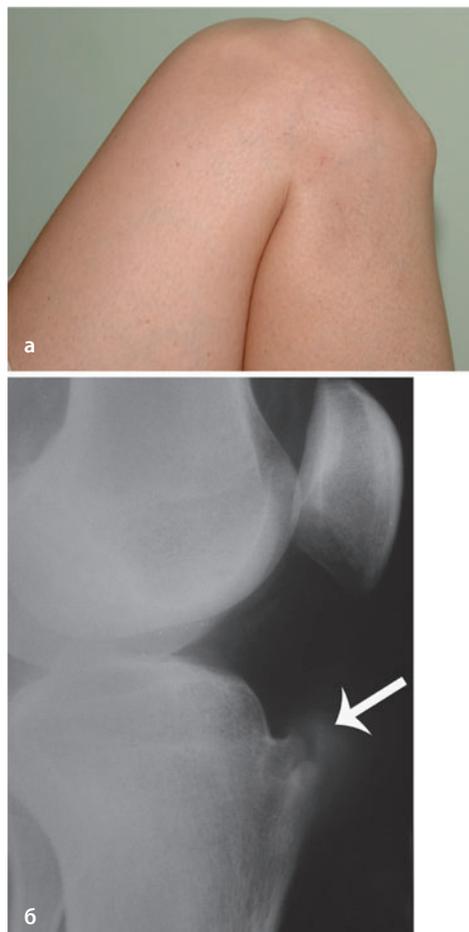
Вид и рентгенограмма коленного сустава 16-летнего подростка — видимое внешне и хорошо пальпируемое возвышение и отек мягких тканей в области бугристости большеберцовой кости (а). Обратите внимание на необычную фрагментацию бугристости на рентгенограмме (б).
